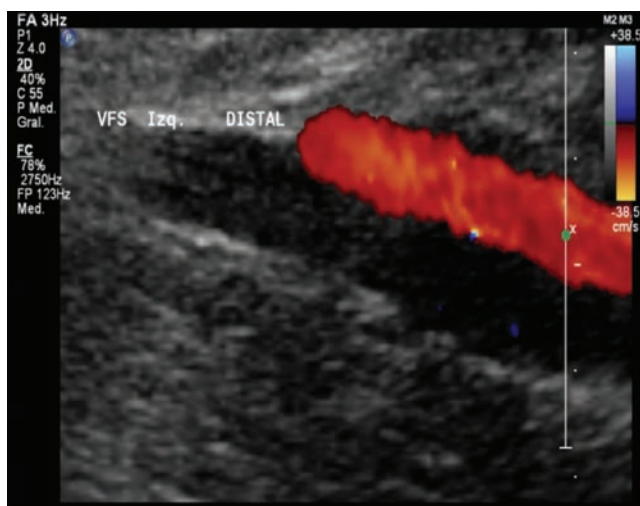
Vena femoral superficial: Doppler color, trombo hipocóico, oclusión total del flujo. Trombosis aguda.
